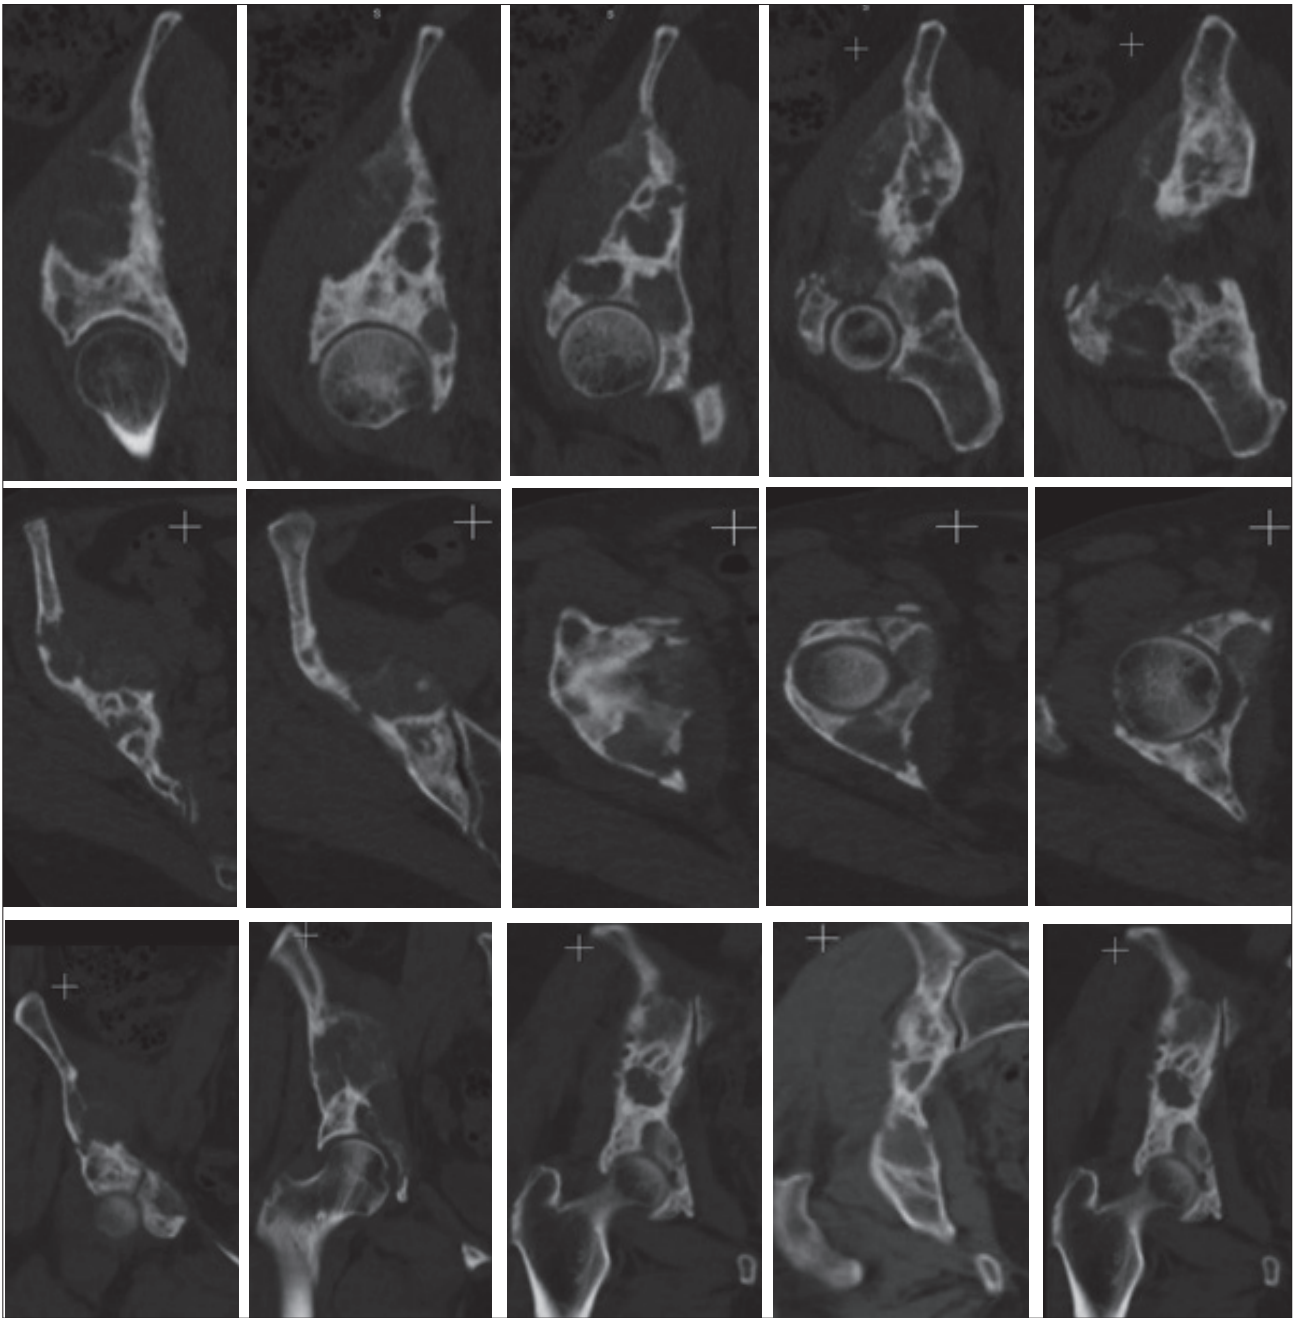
Остеолитическое поражение с мягкотканым компонентом тела и крыла правой подвздошной кости с неравномерной деструкцией кортикальной пластины и угрозой протрузионного патологического перелома крыши вертлужной впадины
